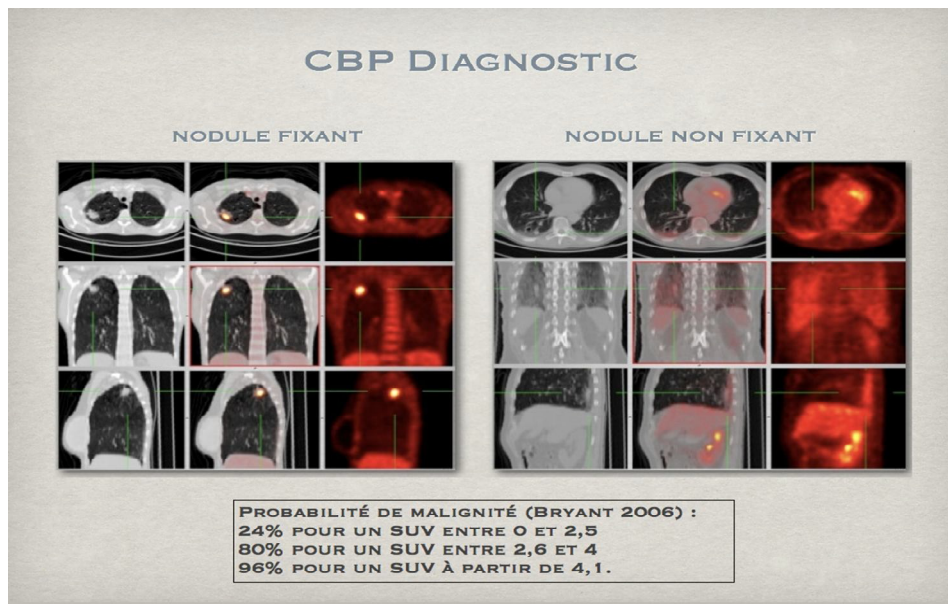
Probabilité de malignité en fonction du SUV.
